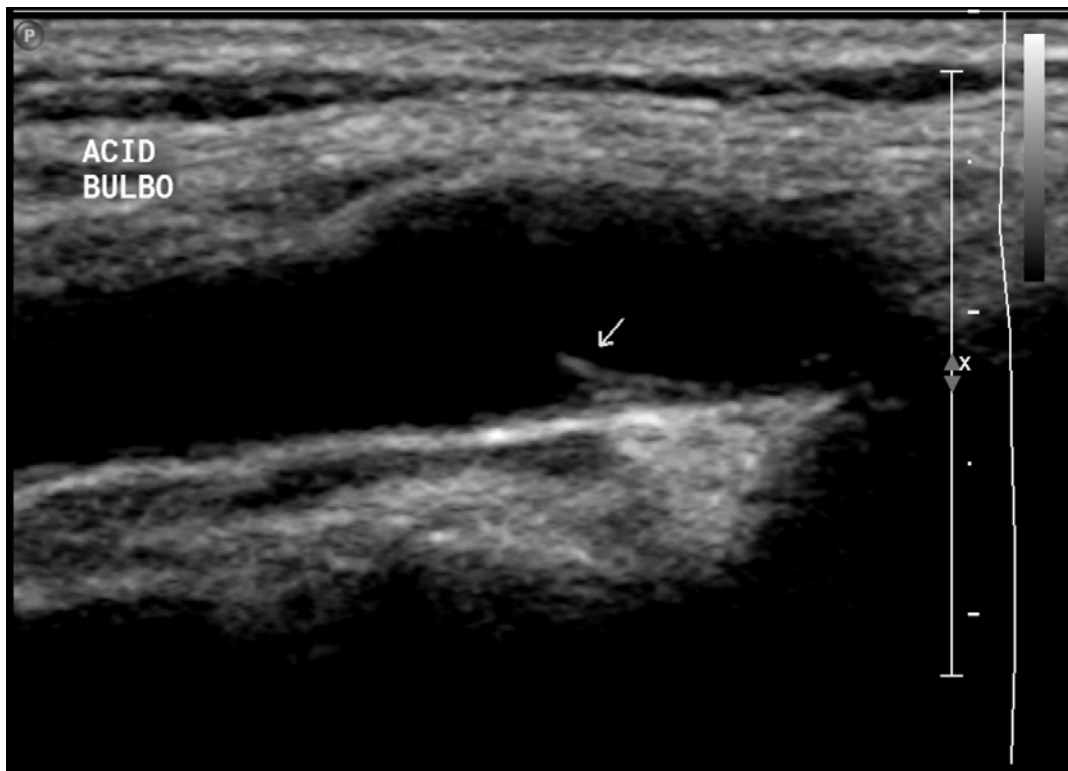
Ultrassonografia convencional (modo-B) do bulbo carotídeo / porção proximal da carótida interna, plano longitudinal
